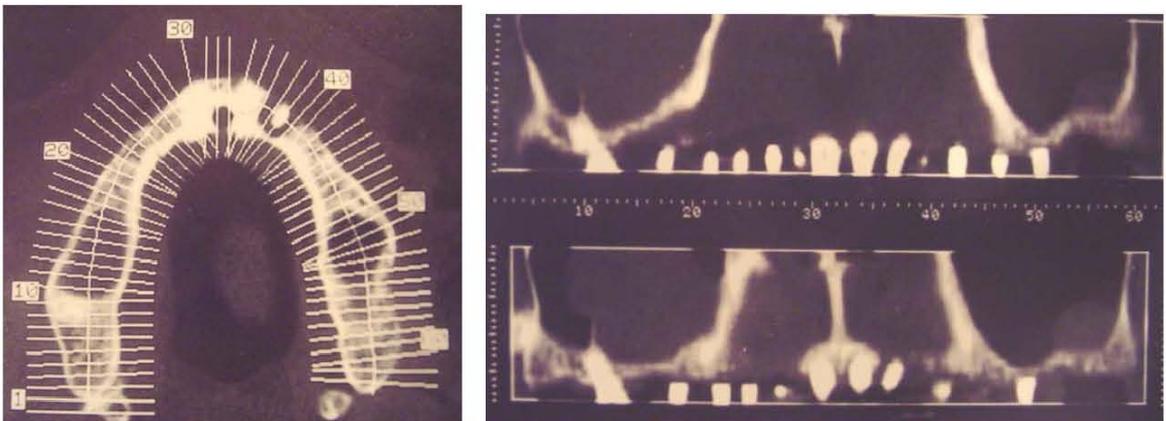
Imágenes obtenidas de tomografía computarizada
